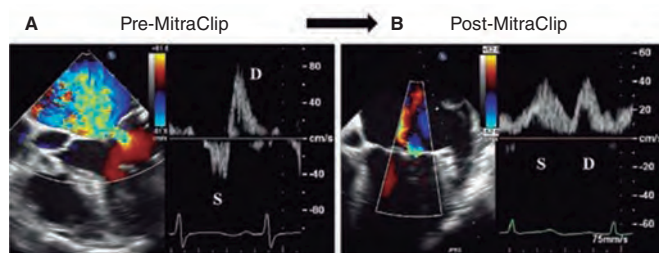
Imágenes de ecocardiografía transesofágica bidimensional. A: Doppler color de insuficiencia mitral grave (previa al clip mitral) con el patrón de flujo de las venas pulmonares. La onda sistólica (S) está invertida. B: se observa la insuficiencia mitral tras colocar el clip, con un patrón de flujo en las venas pulmonares corregido (onda sistólica [S] > onda diastólica [D]). Reproducida con permiso de Ikenaga et al.³¹.
